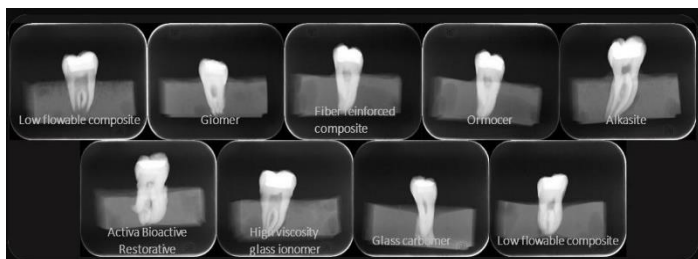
The radiographic images saved in tagged image file format (TIFF)
